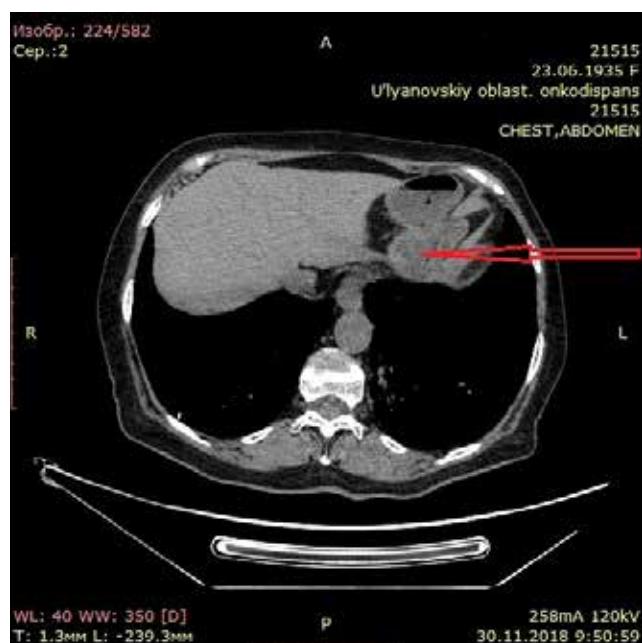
КТ брюшной полости (стрелкой указано утолщение стенок кардиального отдела желудка).
